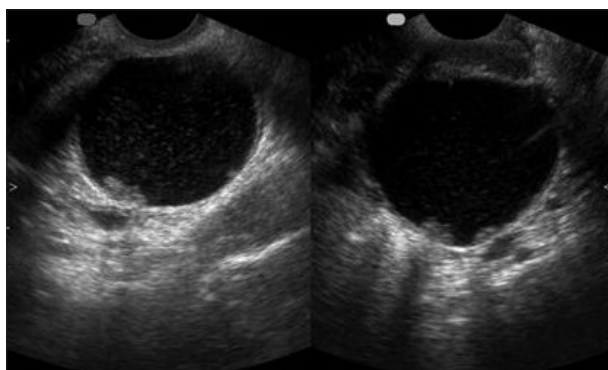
Mulher de 25 anos, a fazer anovulatórios. Na ecografia por via transvaginal identifica-se formação quística anexial esquerda com finos ecos em suspensão e vegetações parietais. O exame anátomo-patológico revelou tratar-se de um cistadenofibroma.
